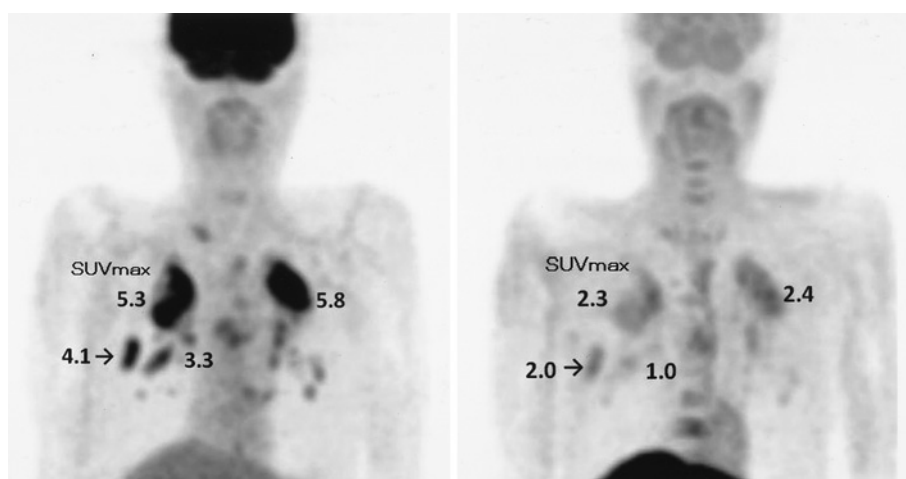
PET画像：FDG-PET（左）の矢印の結節に強い集積が見られるがMET-PET（右）では集積は弱い。
